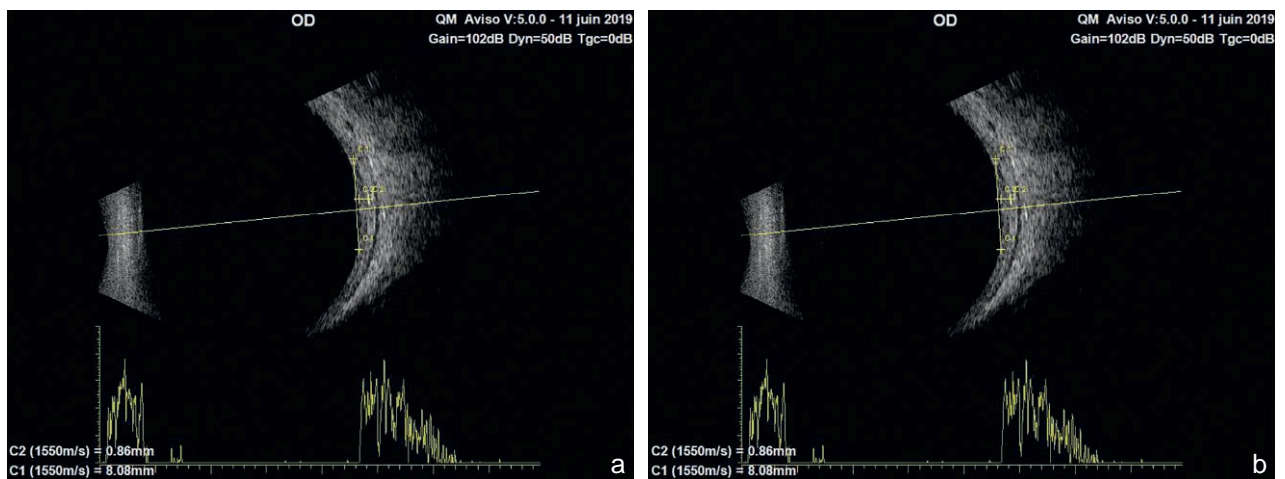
a, b. Un mois après la PDT : lésion à peine détectable à l'échographie B.
